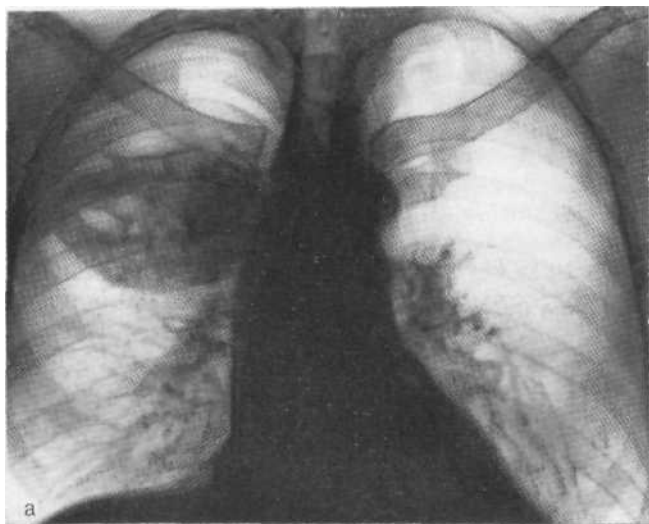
Обзорная рентгенограмма (а) и томограмма (б). Периферический рак верхней доли правого легкого с крупнофокусным распадом. Операция.
